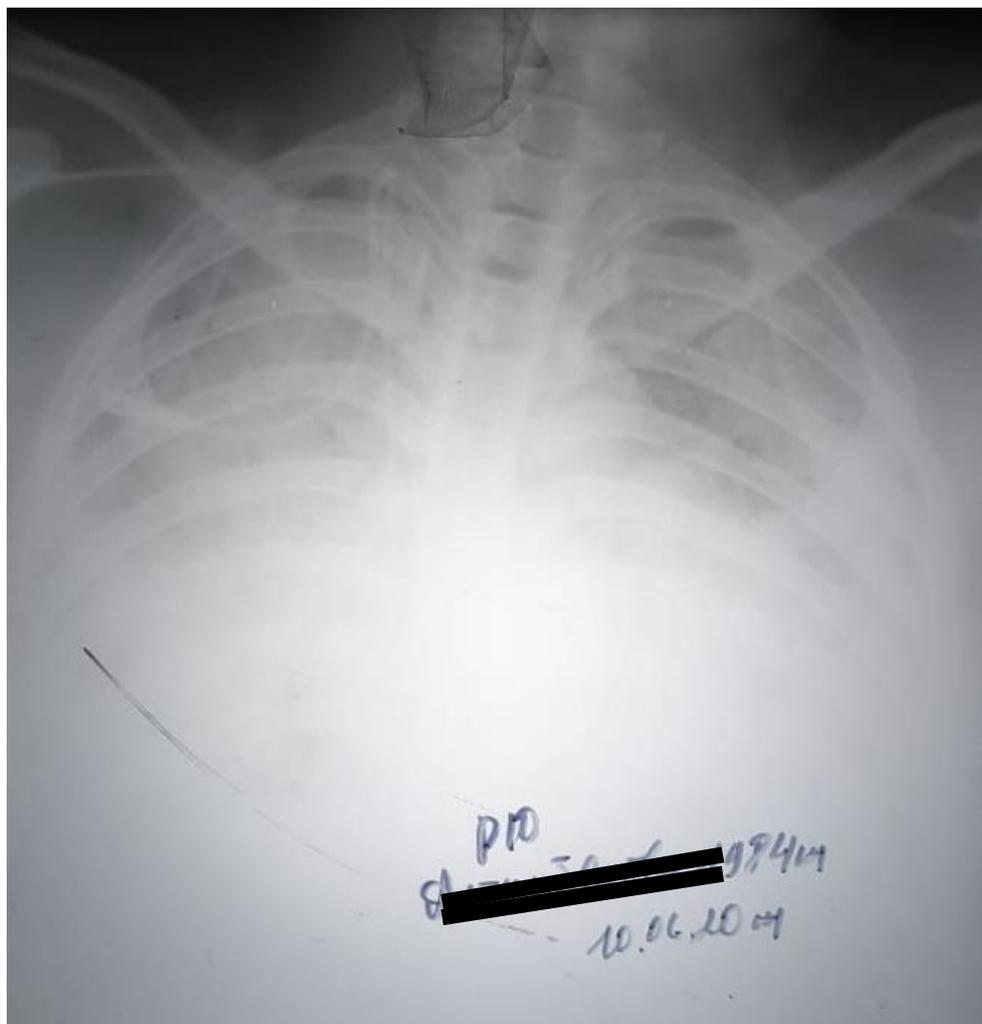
Обзорная рентгенография грудной клетки беременной с COVID-19
